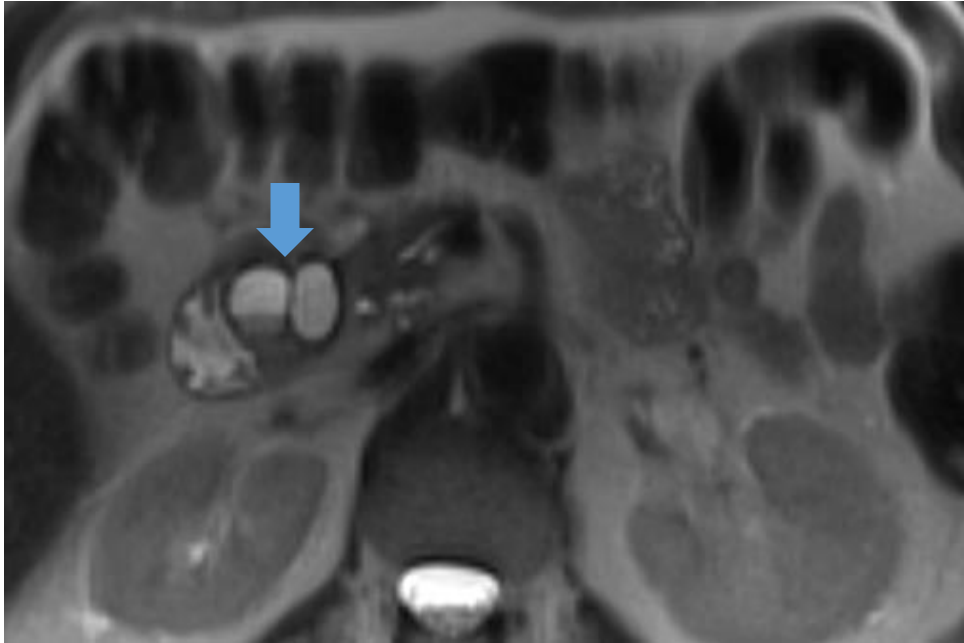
Imagen de RM en paciente con PS que muestra quistes paraduodenales, con deformidad asociada de la pared duodenal (flecha azul).
